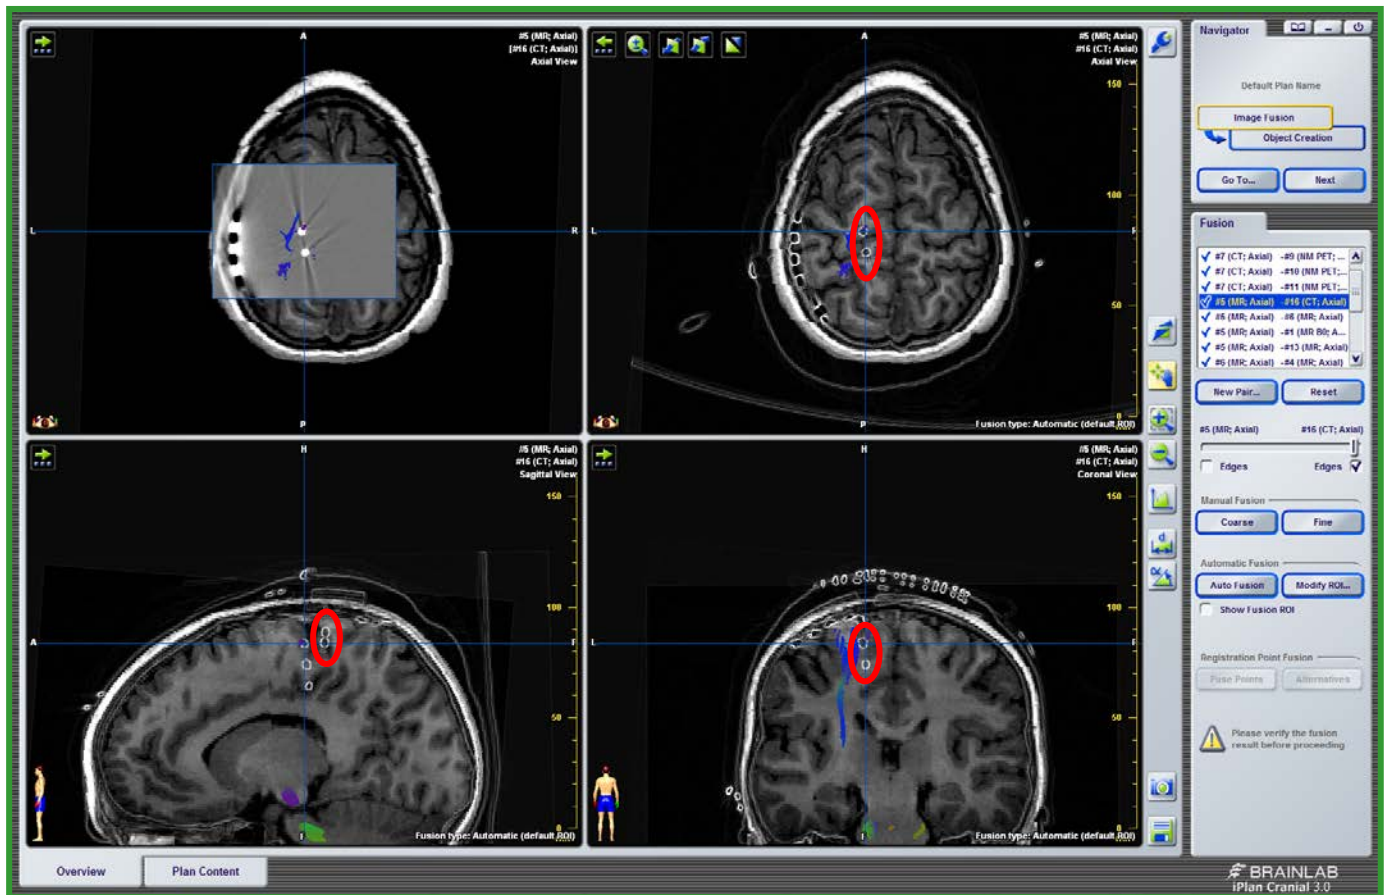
Fusión de la RM prequirúrgica con TAC después de la implantación de los electrodos visualizándose dentro del círculo rojo los contactos de los electrodos profundos (E.P) con actividad epileptógena ictal e interictal.
